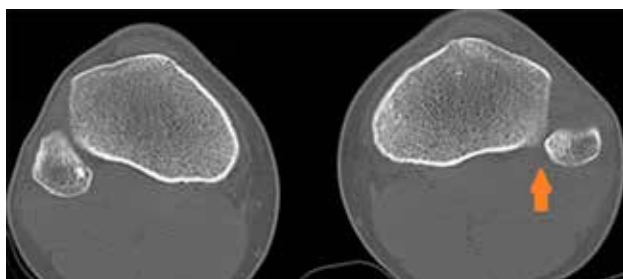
Corte axial de tomografía comparativo en el que se ve la luxación tibioperonea proximal anterolateral.
